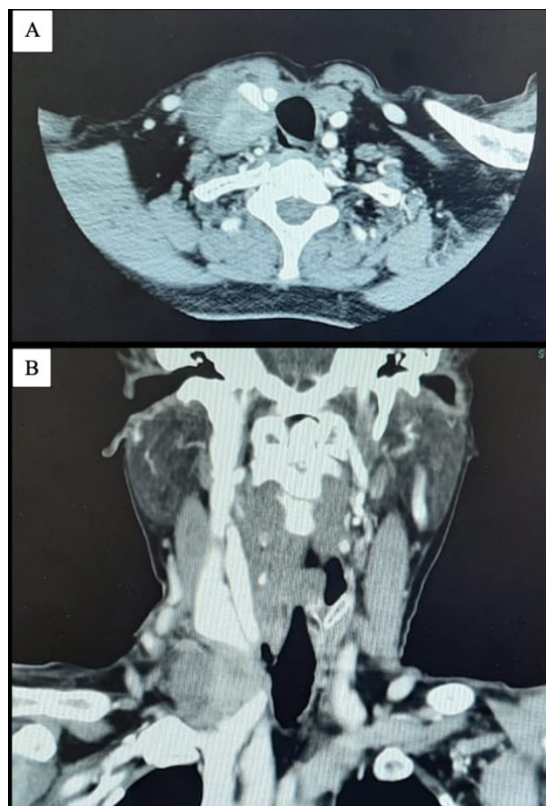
Tomografia computadorizada evidenciando: (A) tumor em íntimo contato com porção posterolateral de veia jugular interna direita, parede do esôfago e músculo esternocleidomastoideo direito (corte axial); e (B) mesmo tumor e sua relação com a convergência das veias jugular interna direita e subclávia direita (corte coronal).
